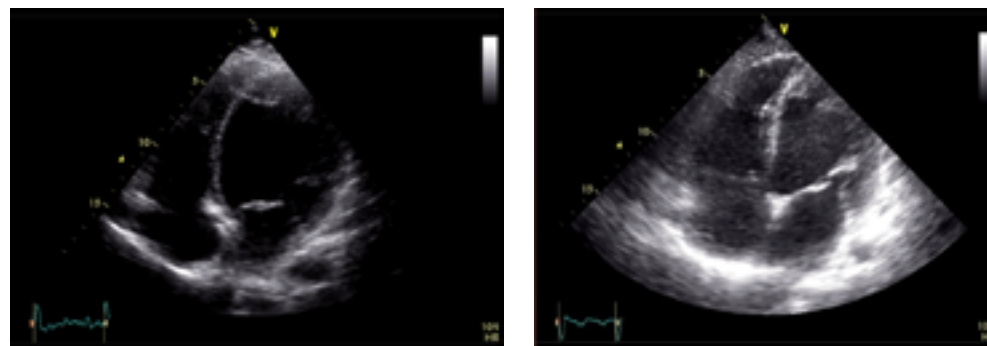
Imagini de la 2 controale ecografice succesive ale unui pacient cu LVAD A. VS este insuficient decongestionat și se observă bombarea septului interventricular spre dreapta. După creșterea vitezei rotorului la următorul control septul interventricular este în poziție centrală.
